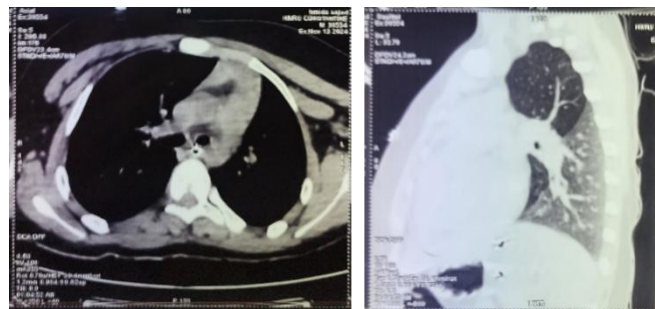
TDM thoracique objectivant du matériel endoluminal et défaut de vascularisation
